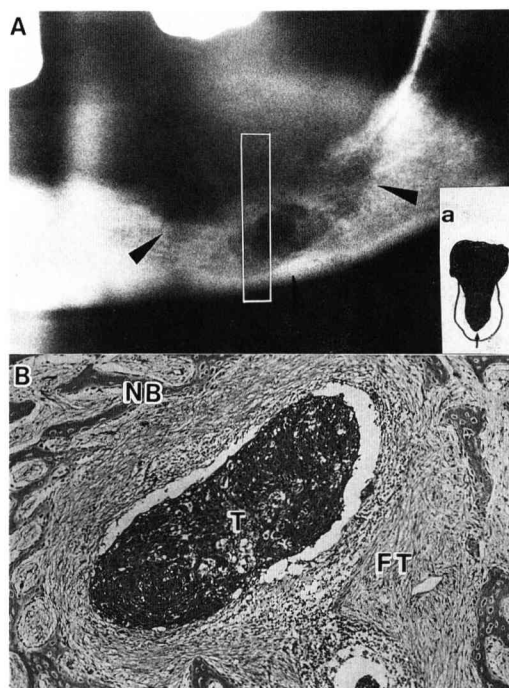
A: Radiograph showing new bone formation at the margins of the zone of bone resumption (▲) (Case 7).
